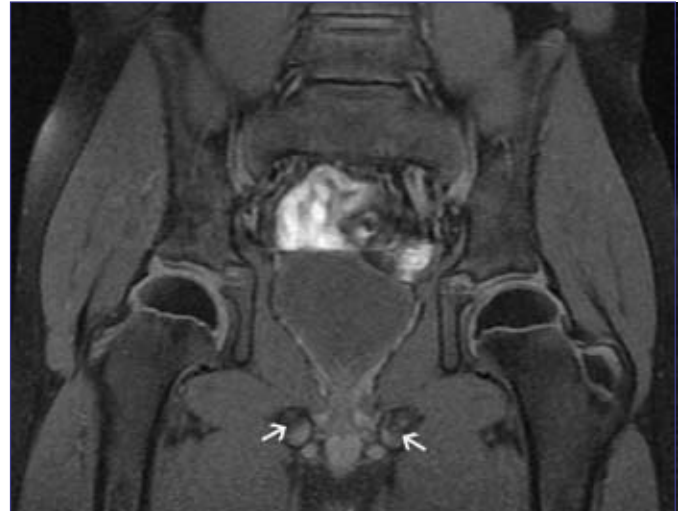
Coronal T2 fat saturation MR image with bilateral hypo-intense bands perpendicular in orientation to the axis of the inferior pubic ramus at both IPS which is called "fibrous bridging" (arrows), characteristic for physiological IPS.
